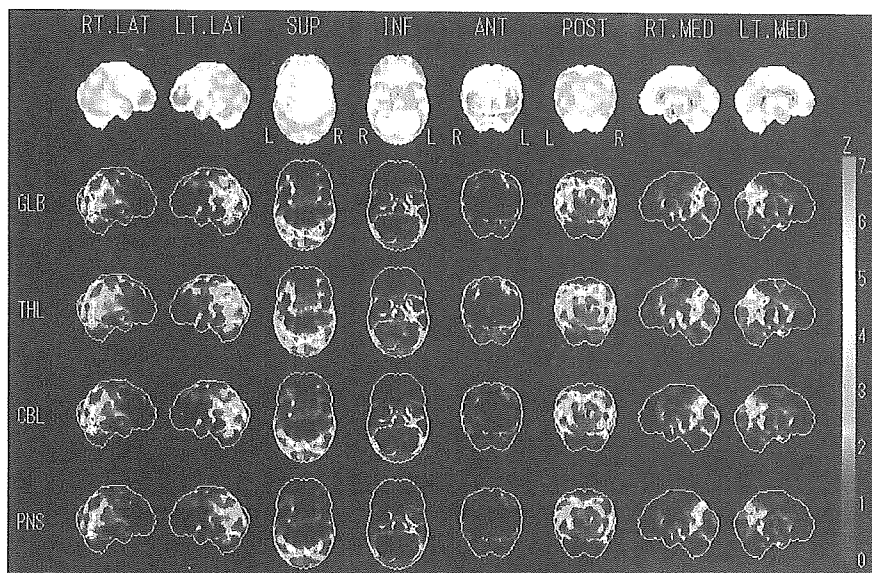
症例13：83歳，男性の脳SPECTとMRI
